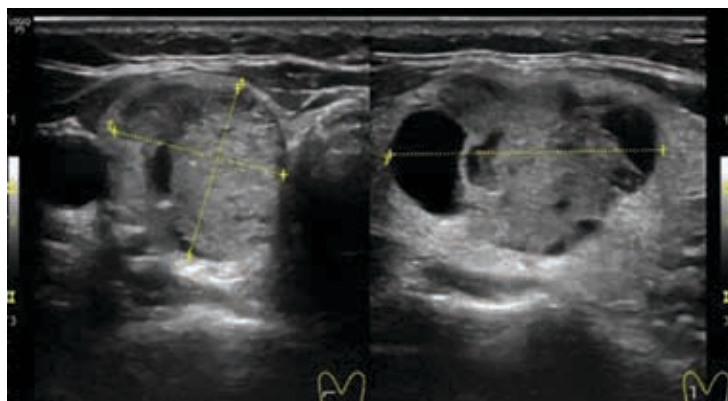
УЗИ ЩЖ, В-режим (поперечный и продольный сканы). Изоэхогенный неоднородный узел правой доли с четким неровным контуром, анэхогенными участками. TI-RADS2 (Узловой зоб)
